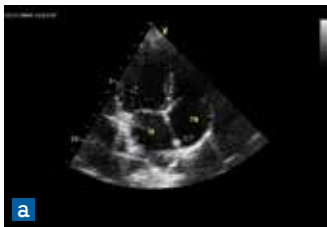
Эхокардиограмма одиночной небольшой рабдомиомы в межпредсердной перегородке (указана стрелкой). *а)* в стандартной апикальной четырехкамерной позиции; *б)* в режиме 3D реконструкции
